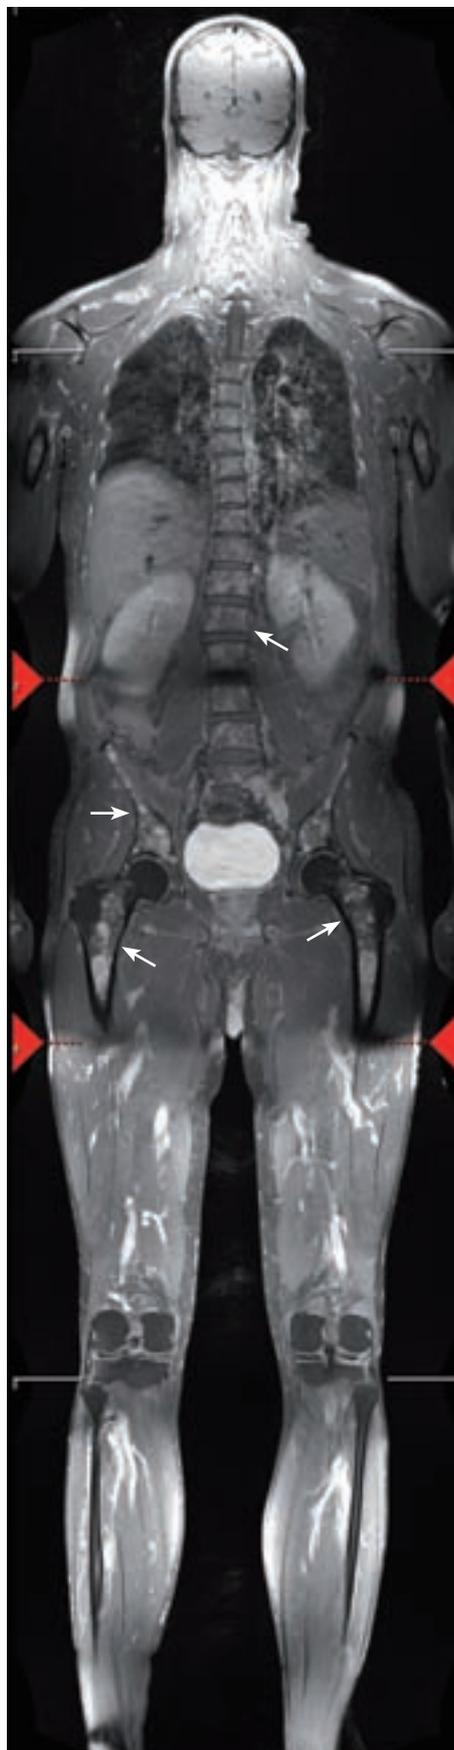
Ganzkörper-MRT: Plasmozytom mit ausgeprägtem Befall des Knochenmarks.
